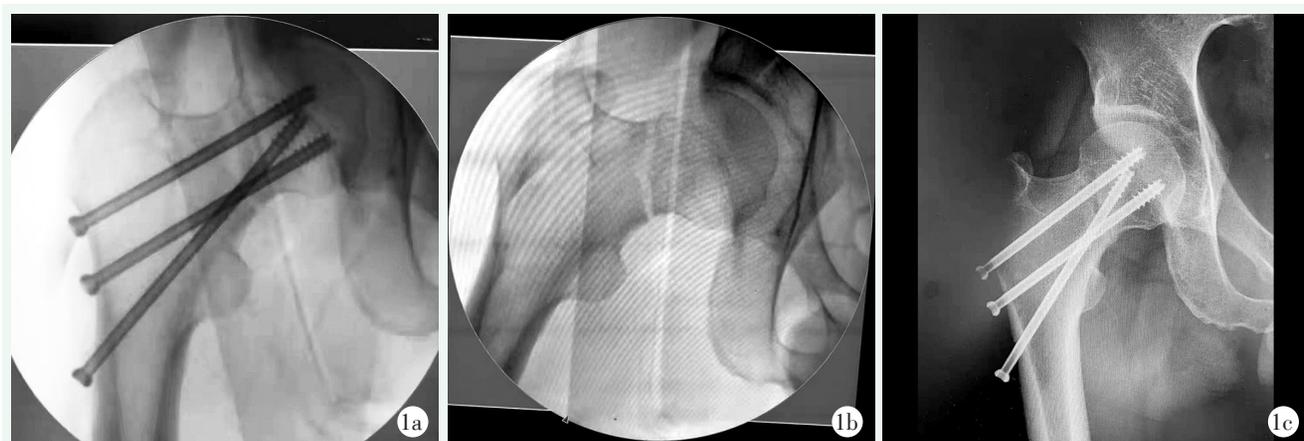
患者，男，39岁，交通伤致右髋疼痛24h，确诊为Pauwels III型股骨颈骨折，行空心拉力螺钉F形固定治疗 1a: 术前X线片示右侧Pauwels III型股骨颈骨折 1b: 术后X线片示采用闭合复位F形固定 1c: 末次随访时X线片示骨折愈合效果好
